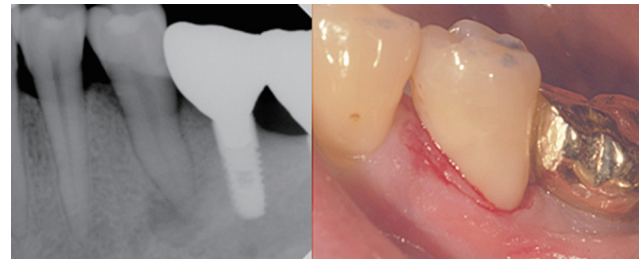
Periapical view and clinical photograph after class V Resin filling.
